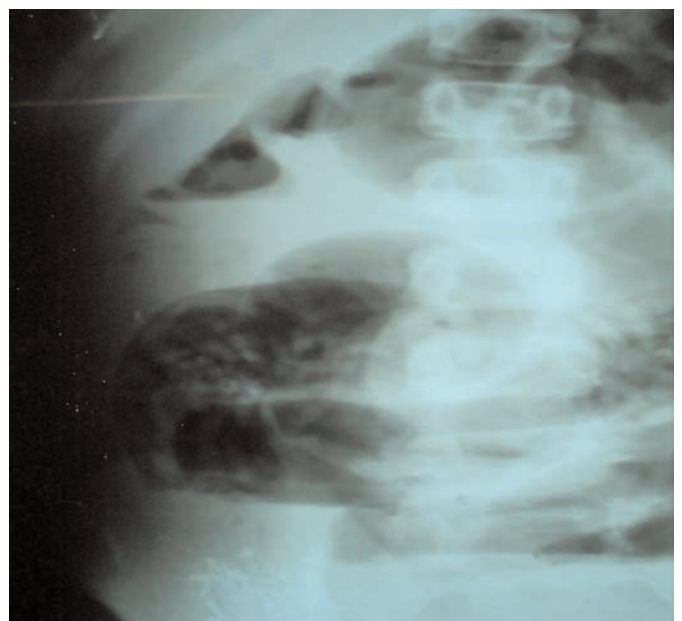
Radiographie de ASP : niveaux hydro-aériques de type grêlique et un aspect tigré
